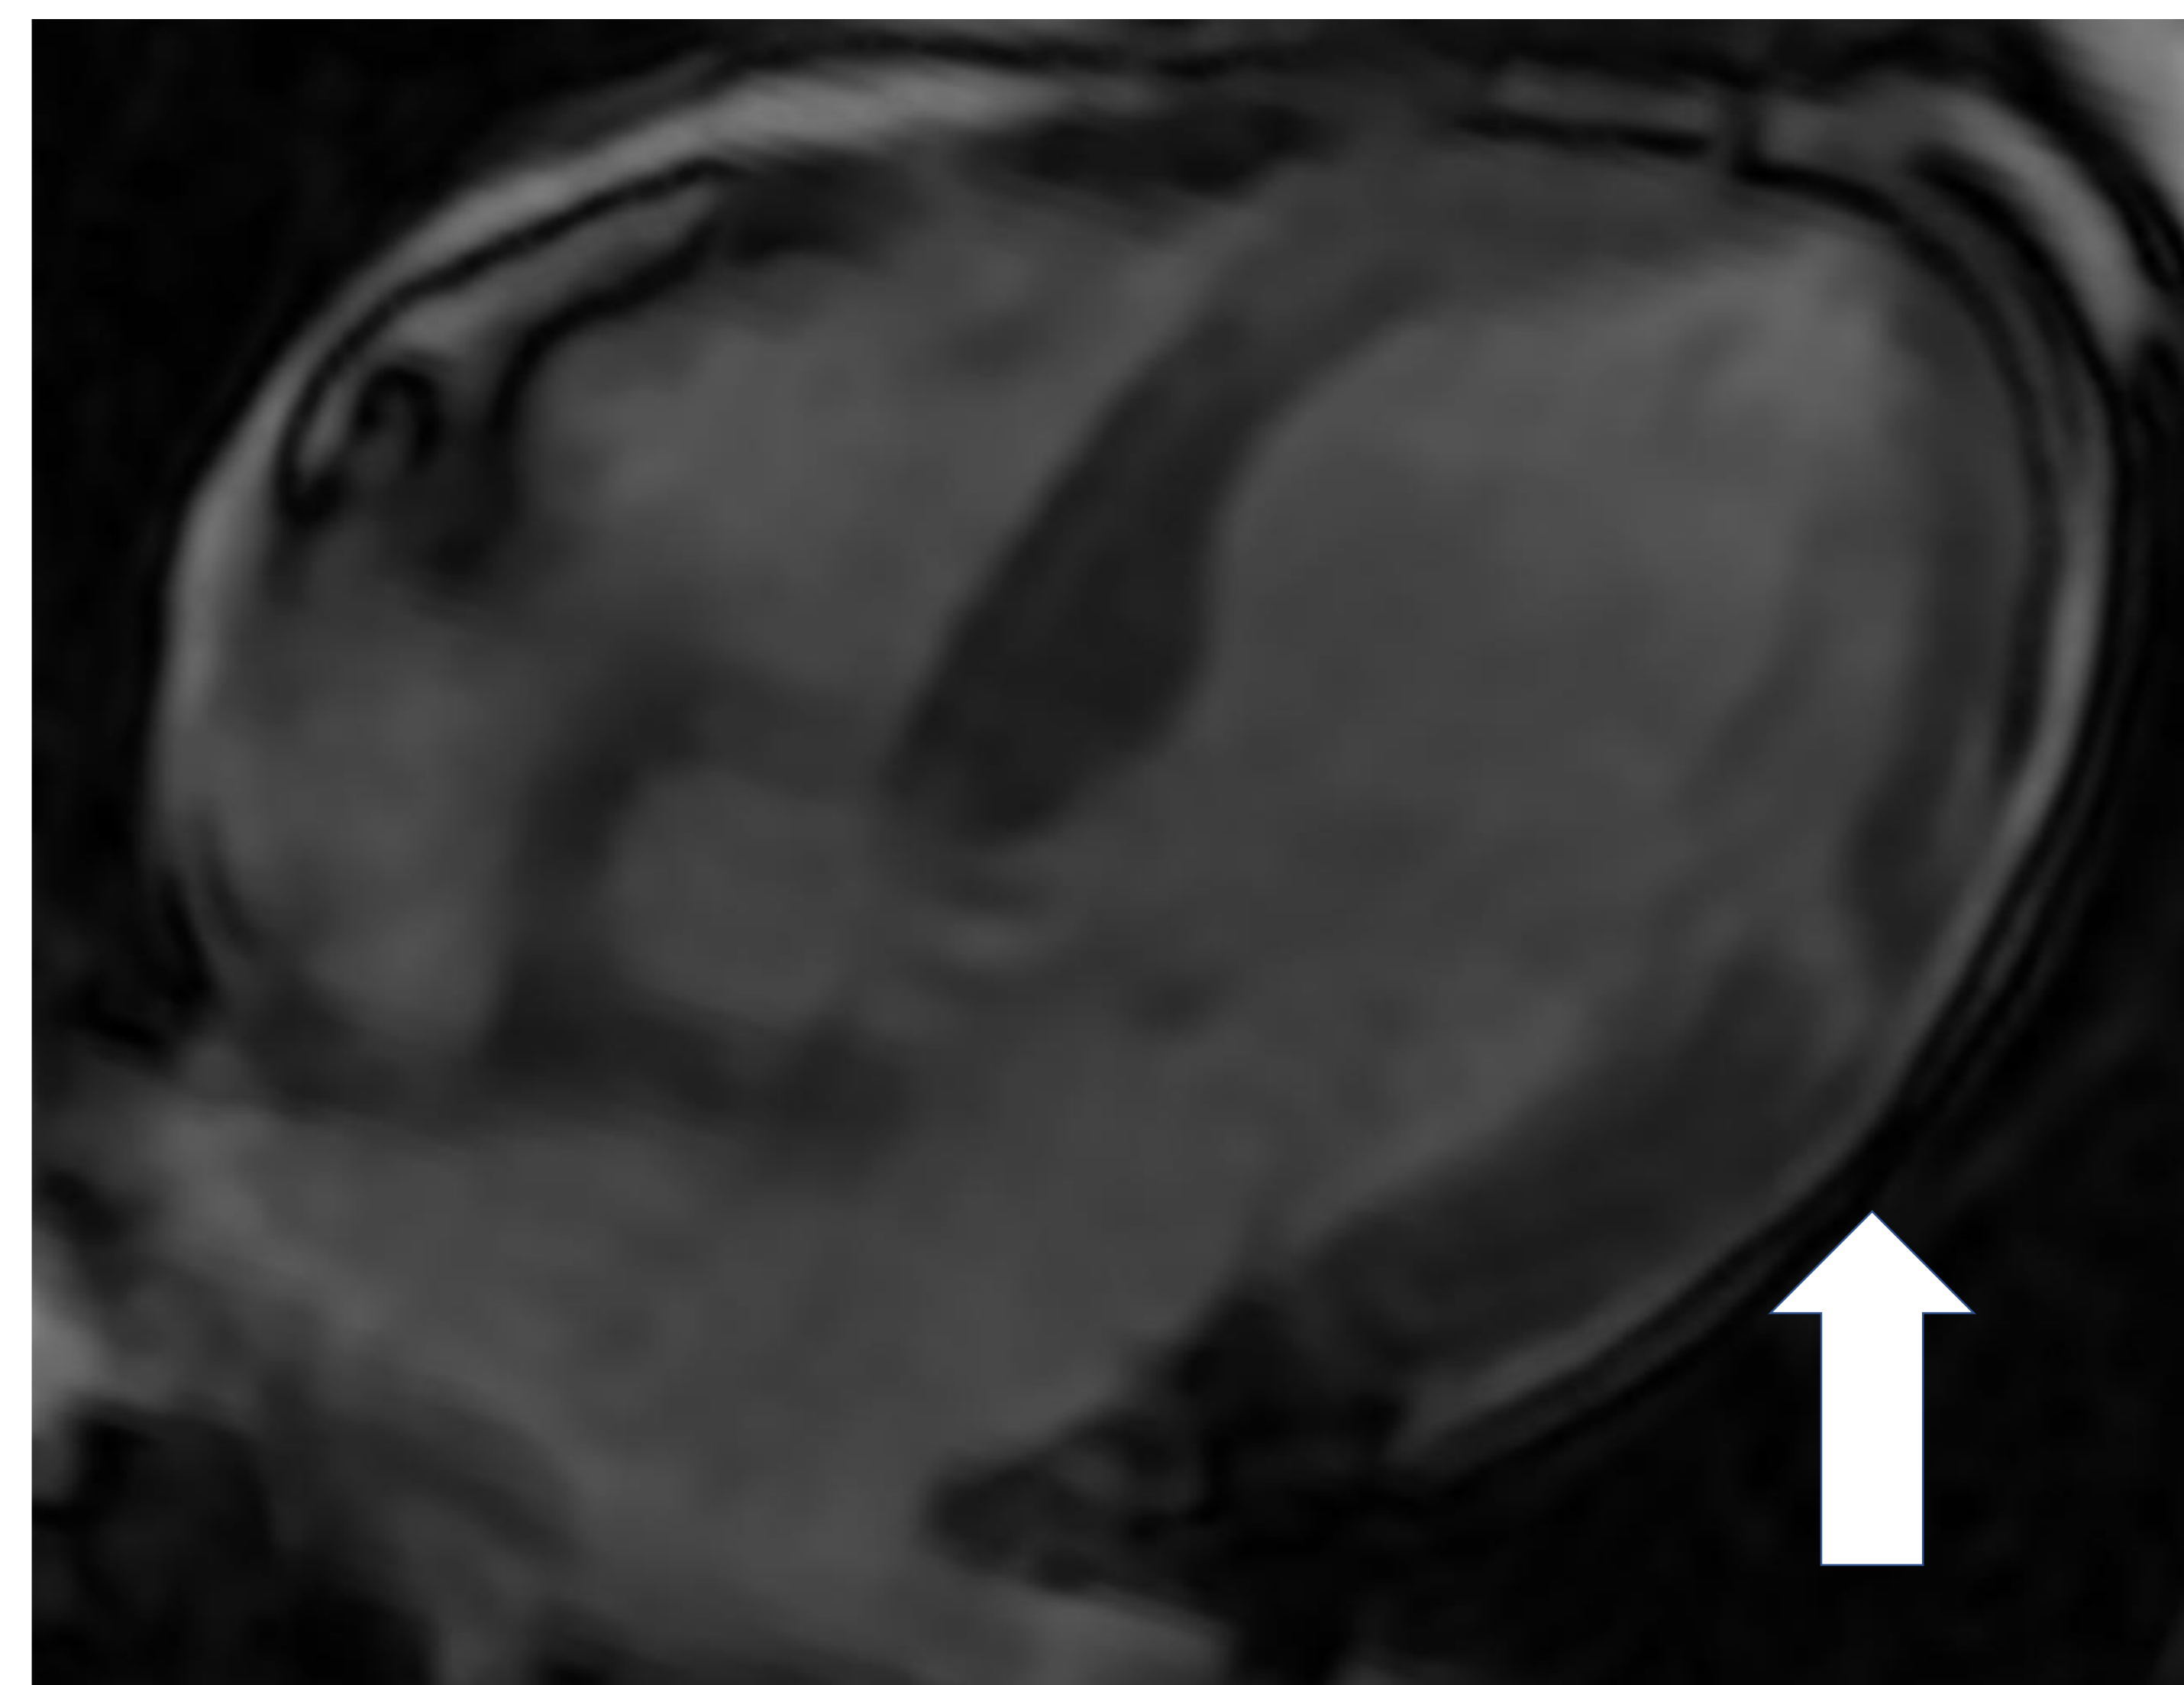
Ressonância magnética cardíaca mostrando rotura incompleta da parede lateral ventricular.
